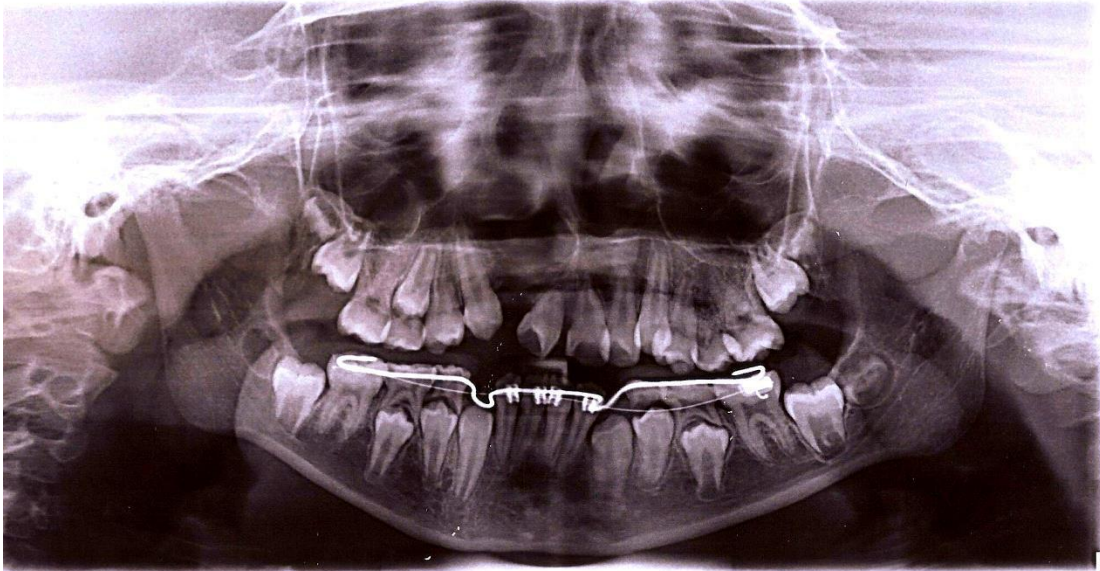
Ortopantomografía final. Cortesía de CAILPH.
